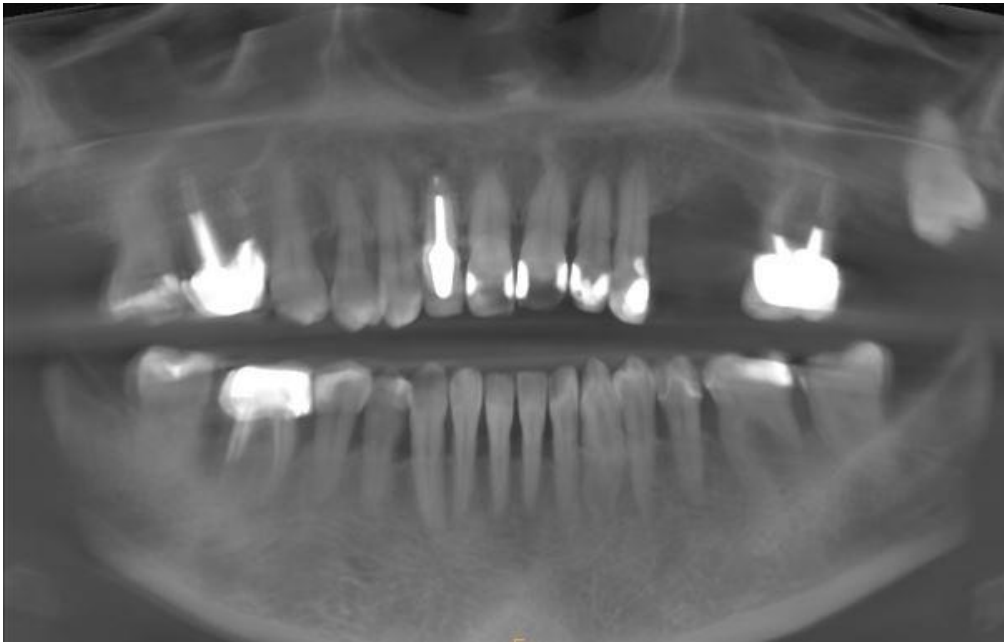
Radiographie panoramique (Source : auteur)
